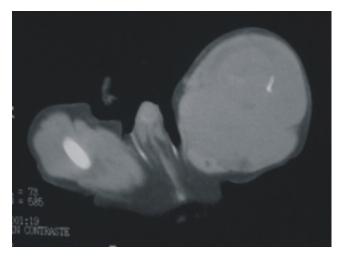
Tomografía axial computada, se corrobora el aumento de volumen de tejidos blandos y la destrucción ósea.
